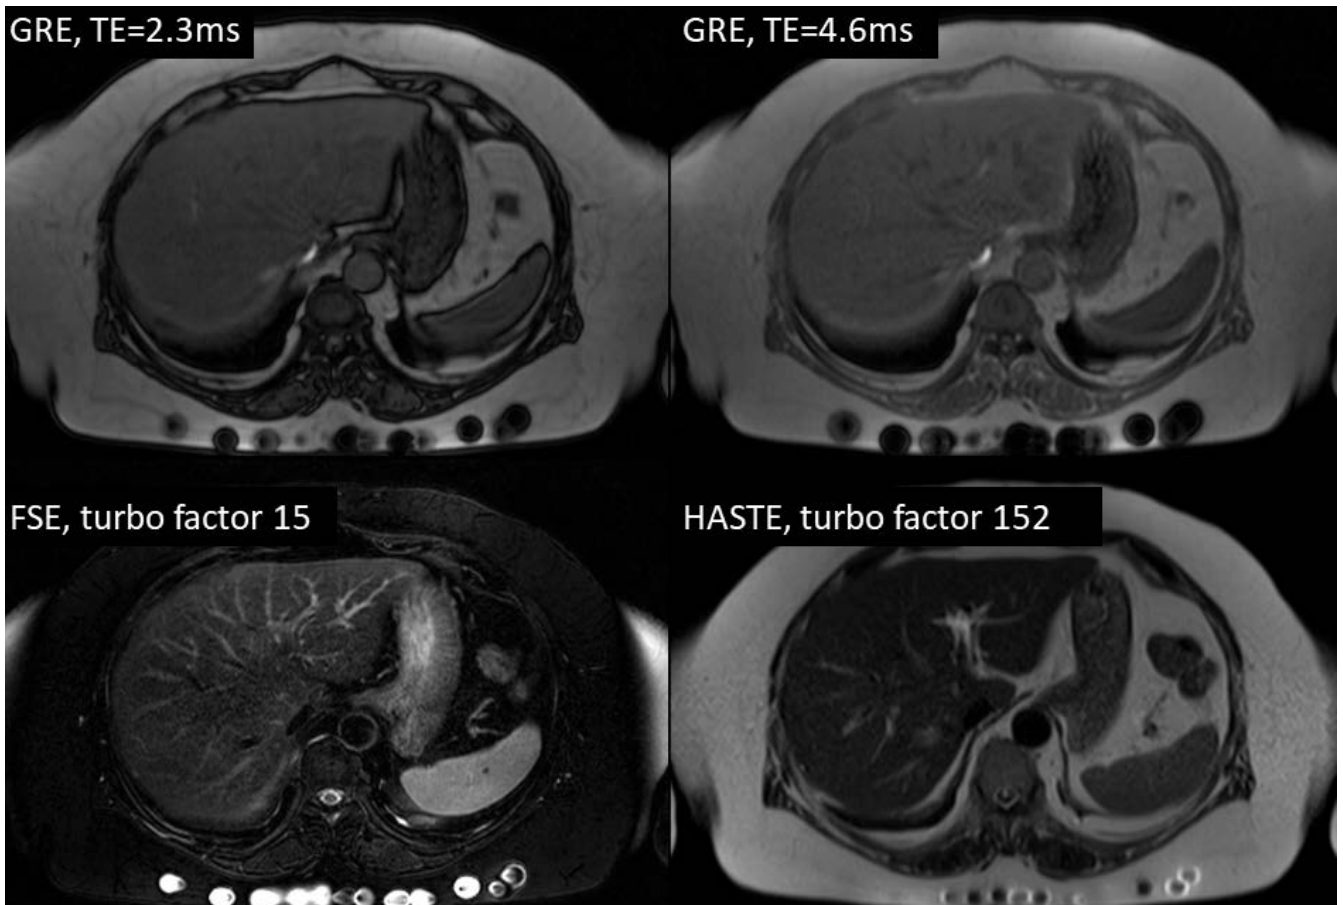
영상 기법에 따른 susceptibility artifact. Gradient-echo T1-weighted opposed-phase image (GRE, TE=2.3 ms), gradient-echo T1-weighted in-phase image (GRE, TE=4.6 ms), respiratory-triggered T2-weighted fast spin-echo image (FSE, turbo factor 15), breath-hold T2-weighted HASTE image (HASTE, turbo factor 152) 영상에서 등쪽 피하지방층의 미세한 금속물질로 인한 susceptibility artifact가 보인다. Susceptibility artifact의 크기는 gradient-echo 영상 (GRE)에서, spin-echo 계열의 영상(FSE, HASTE)보다 크고, 같은 gradient-echo 영상에서는 TE가 긴 영상(GRE, TE=4.6 ms)에서 TE가 짧은 영상(GRE, TE=2.3 ms)보다 크게 보인다. Spin-echo 계열의 영상에서는 180도 refocusing pulse를 더 많이 사용한 HASTE영상이 FSE보다 susceptibility artifact의 크기가 작다.
